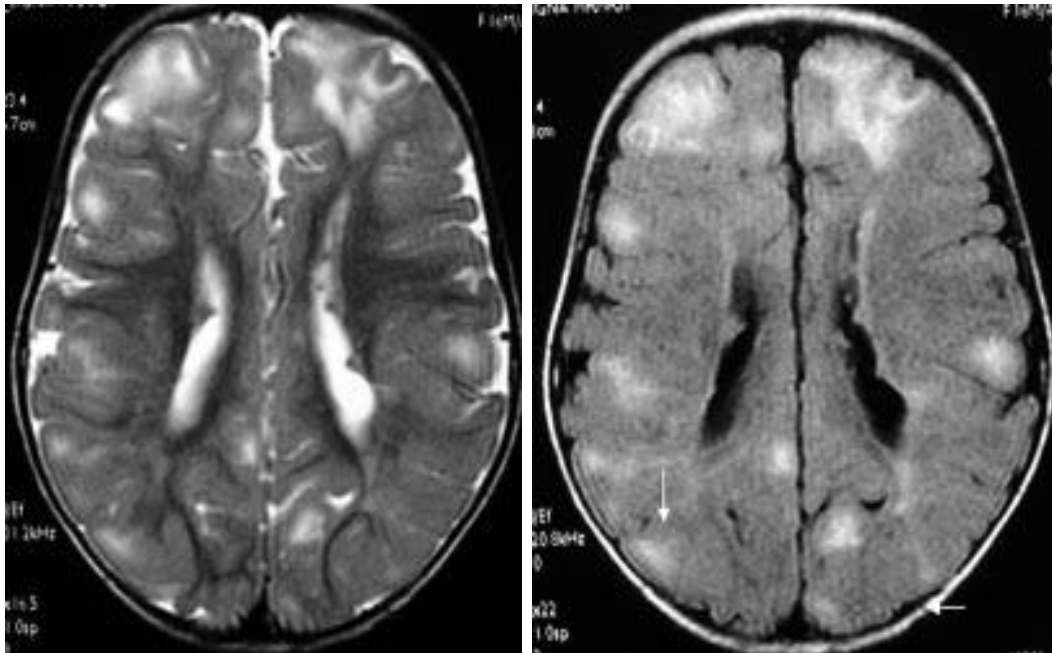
coupe axiale T2 (à gauche) et FLAIR (à droite) Tubers et nodules sous-corticaux, aspect IRM de la sclérose tubéreuse de Bourneville (75).
